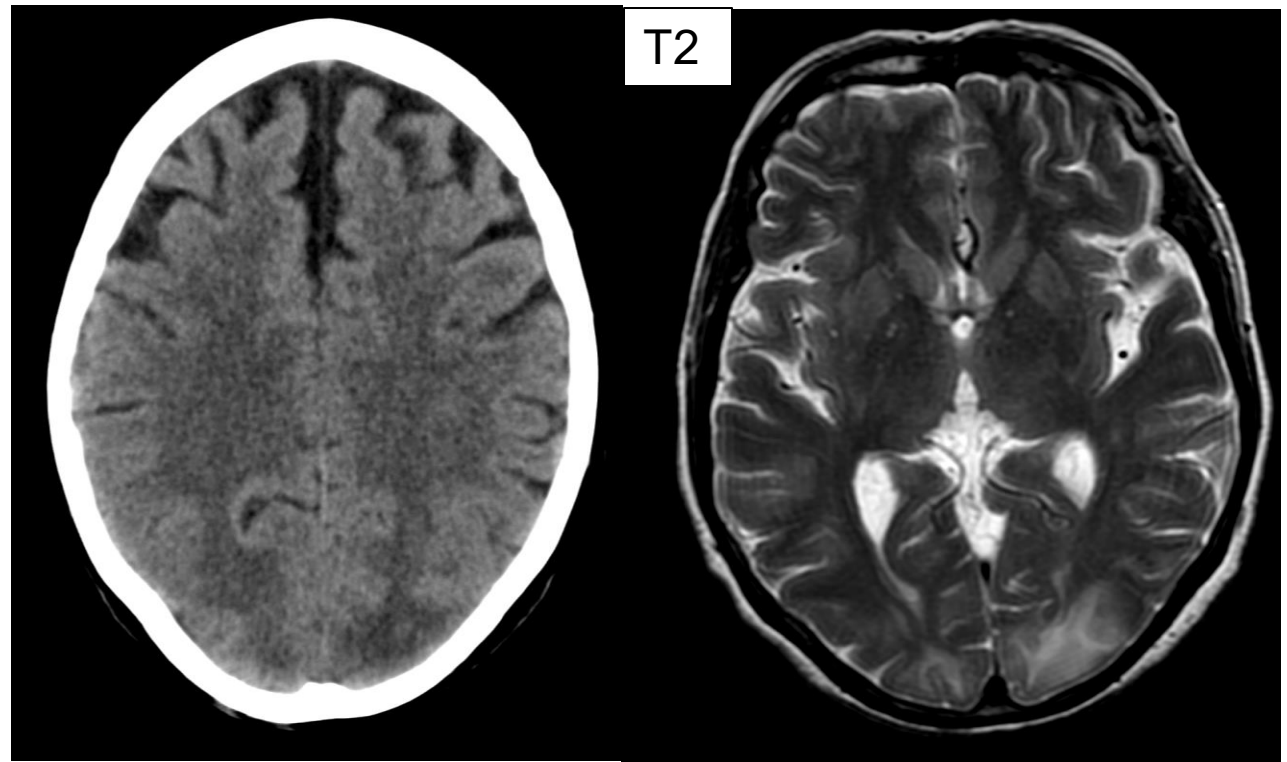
En TC y, de forma más sensible en RM, se identifica edema vasogénico de predominio parieto-occipital bilateral, hallazgo característico del PRES.
